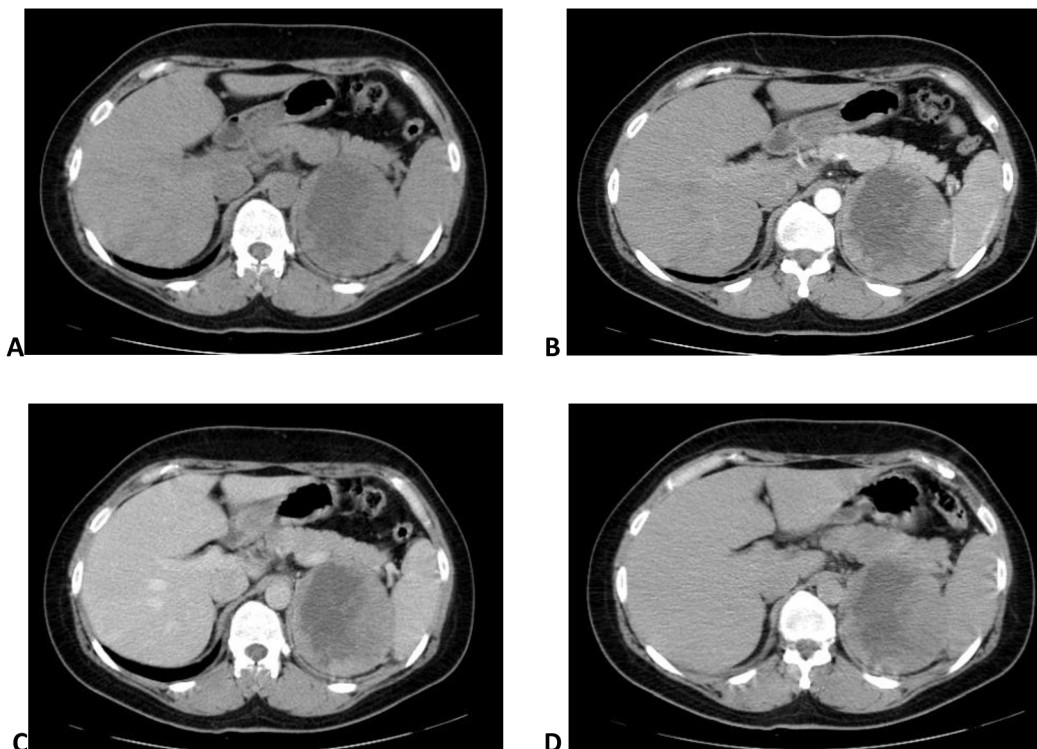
CT vyšetření pacienta s ložiskovou lézí v oblasti levé nadledviny. Objemná léze je ostře ohraničena, nehomogenní, převážně makroskopicky obsahuje tukovou tkáň s okrsky vyšší denzity. Nativně (A) a postkontrastní (B) se denzita tukové složky nemění.
